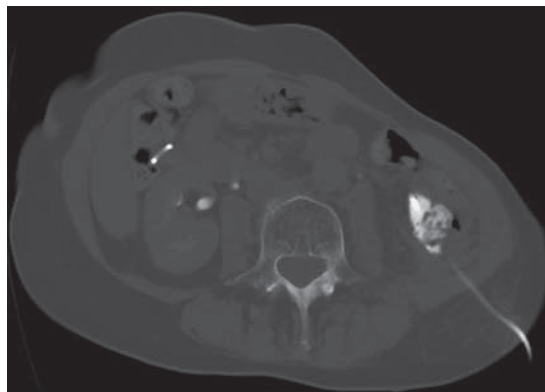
Компьютерная томограмма. Установка дренажа в псевдокисту под контролем КТ, 2013 г.
